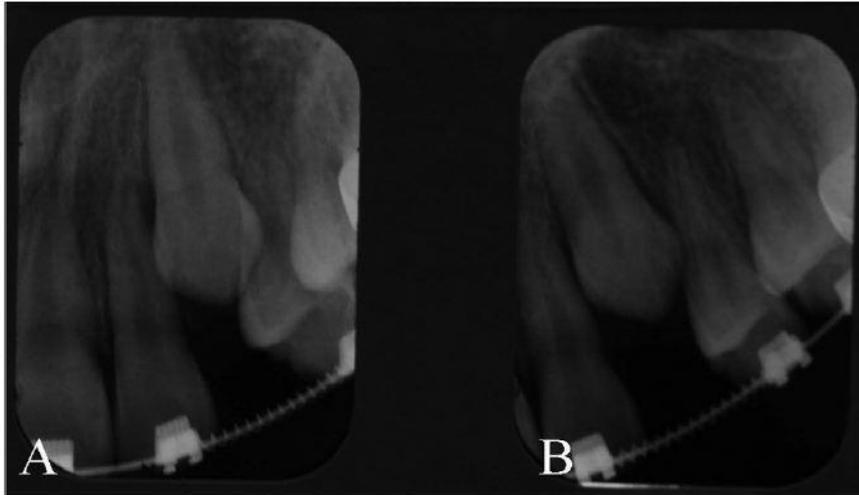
in queste due radiografie periapicali il tubo radiogeno è stato spostato in direzione distale in relazione alla prima radiografia. Poiché nella seconda radiografia periapicale il canino appare spostato in direzione mesiale, si può dedurre che il canino si trovi in una posizione vestibolare, in accordo con la teoria dell'oggetto vestibolare.
